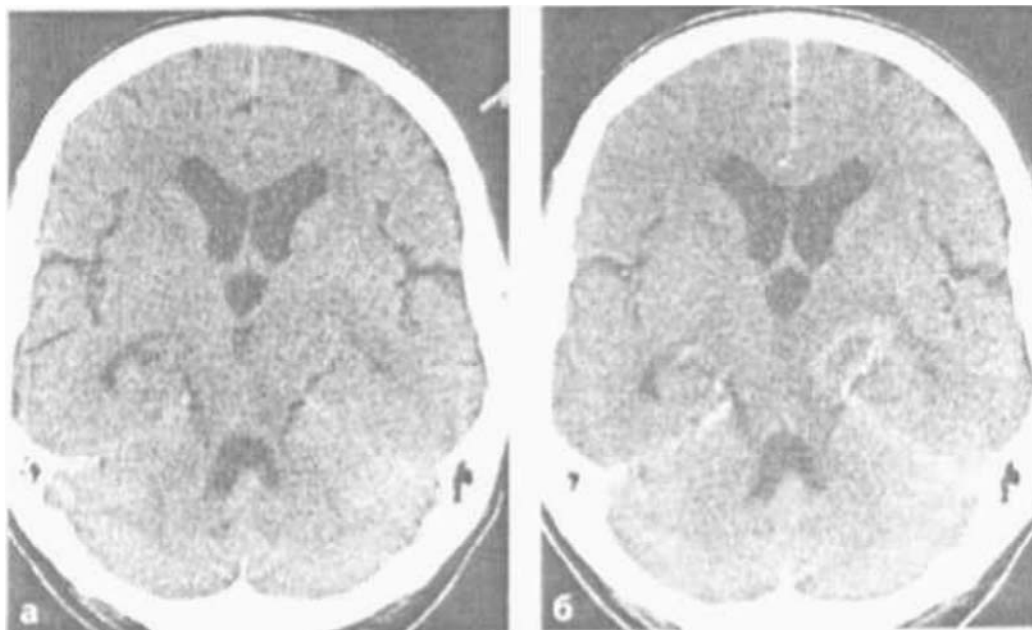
КТ. Первина пухлина мозку (а, б). Пухлина має вигляд метастази чи вогнища демієлінізації. На нативному зображенні (а) візуалізується ледь помітна гіподенсивна ділянка в проекції задньої ніжки внутрішньої капсули. Після внутрішньовенного контрастування (б) візуалізується слабе контрастне підсилення кільцеподібної форми.
